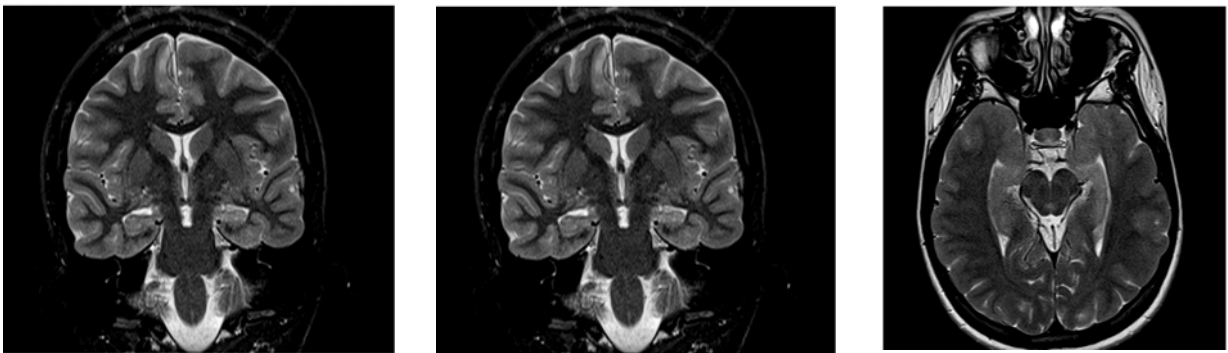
RM de G.C.S, evidenciando redução volumétrica com aumento do sinal do hipocampo esquerdo, imagem compatível com EH esquerda
